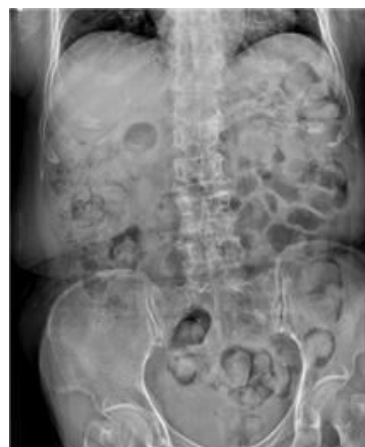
Adbomen X-ray (X.11.27.).
